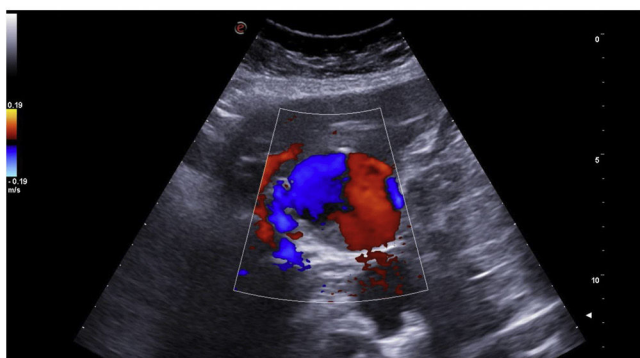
Ecografía dúplex de aneurisma de arteria hepática. Se puede apreciar una lesión hipoeoica en el recorrido de la arteria hepática (imagen superior) con la sonda convexa en posición transversal en epigastrio, con contenido heterogéneo en su interior (imagen central), presentando flujo anterógrado y retrógrado mediante Doppler color (imagen inferior) correspondiente al saco aneurismático con la misma sonda y posición con movimientos de inclinación.
